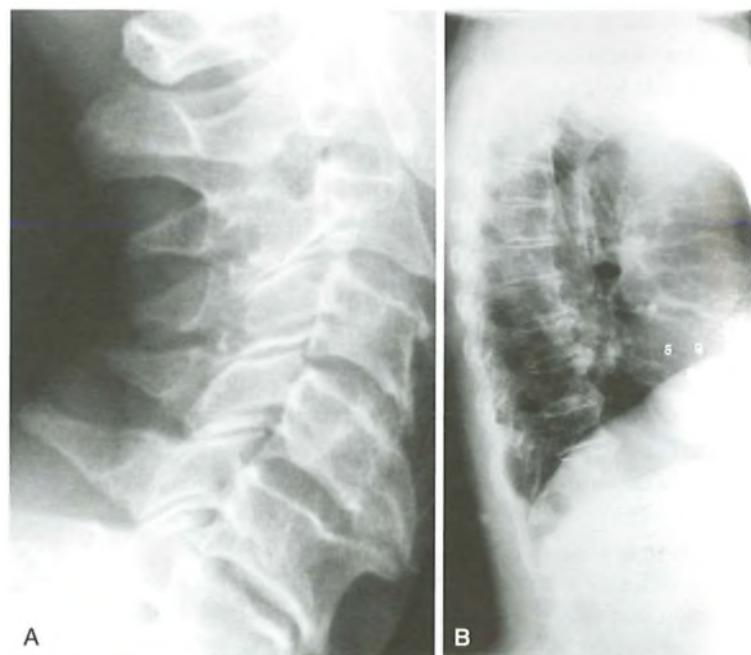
A) Spondiloartrosi osteofitica cervicale. Evidenti becchi di pappagallo iperostotici. B) Spondiloartrosi con discopatie degenerative. Alterazioni degenerative dei dischi intervertebrali e ispessimento dei legamenti vertebrali anteriori (radiografia della colonna dorsale in proiezione laterale).
